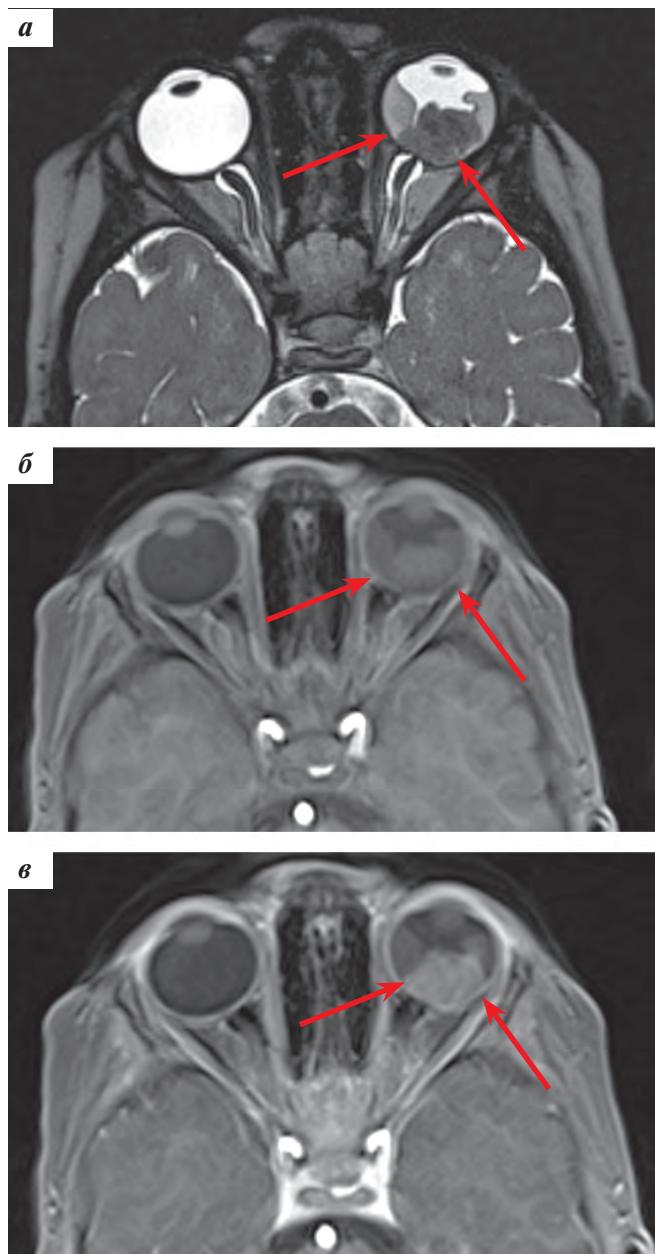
МРТ с КУ орбит в аксиальной плоскости: а — Т2-ВИ: в ОС по заднему полюсу пониженной ИС визуализируется опухоль неправильной формы, перекрывающая область ДЗН; б — Т1-ВИ FS: в ОС отмечается повышенная ИС от заднего сегмента СТ; в — Т1-ВИ FS postcontrast: в ОС наблюдаются гиперинтенсивные опухолевые ткани, неравномерно накапливающие контрастный препарат
